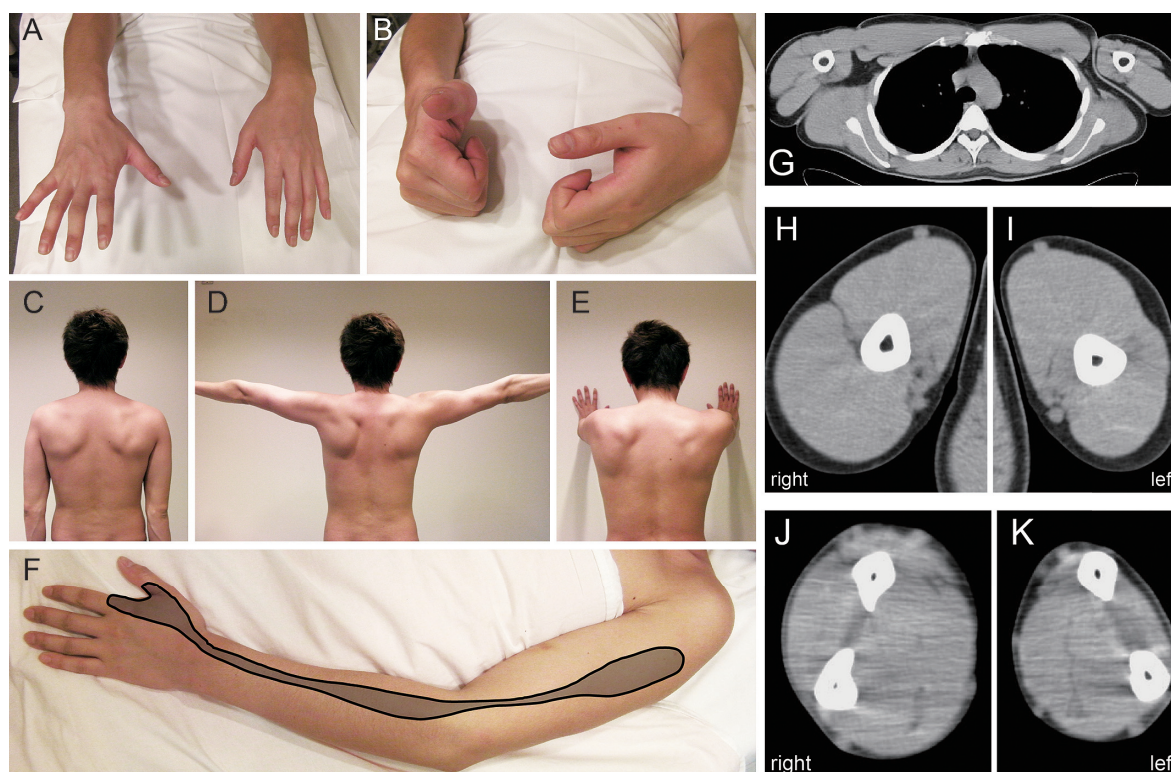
Clinical pictures and muscle computed tomography (CT).
